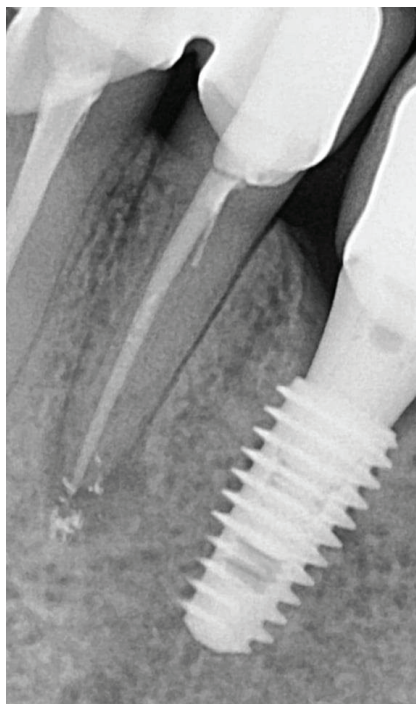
Radiografie periapicală preoperatorie decelează dintele 34 tratat anterior endodontic cu prezența radiotransparenței periapicale.
